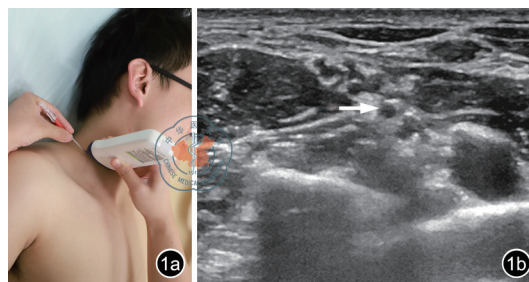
超声引导下肌间沟处臂丛神经阻滞。图a为将探头置于头颈部,进行超声引导下穿刺;图b为正常肌间沟处臂丛神经超声声像图表现(箭头所示)
